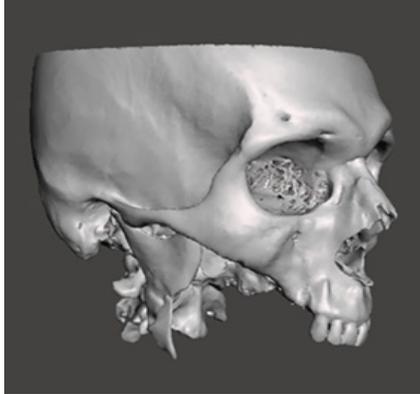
СКТ лицевого скелета пациента.
